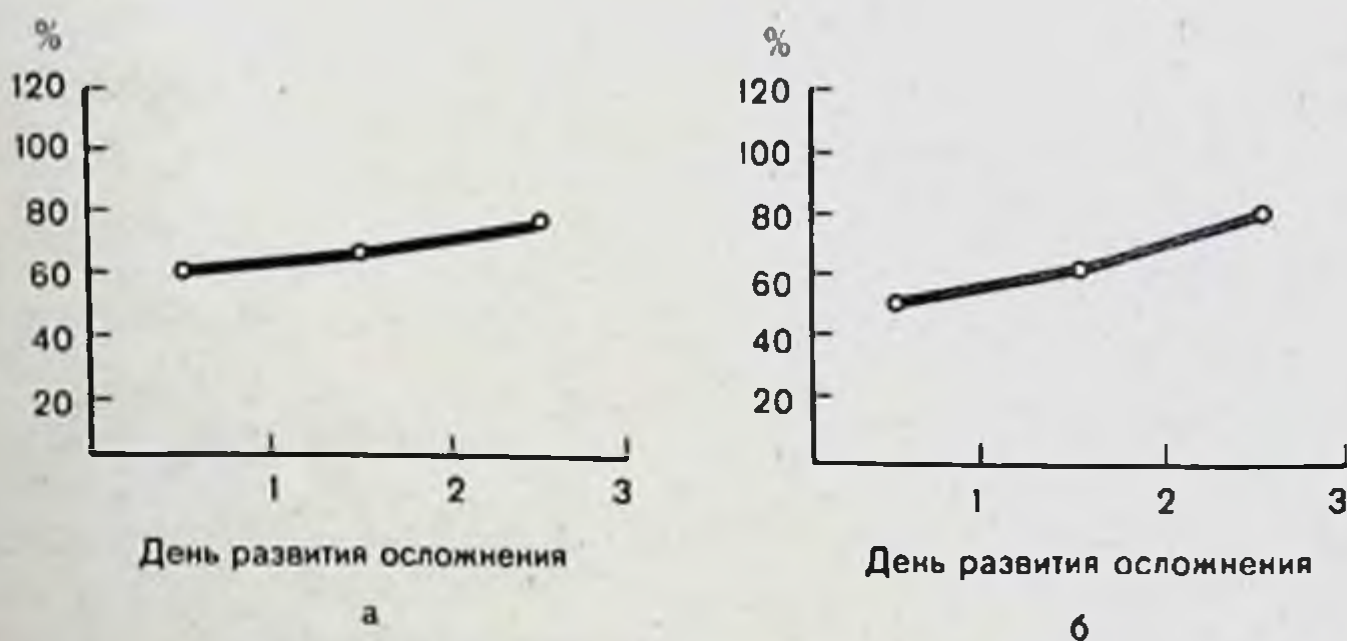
Изменения протромбинового индекса (а) и фибриназы (б) у больных с гемотрансфузионными осложнениями.
